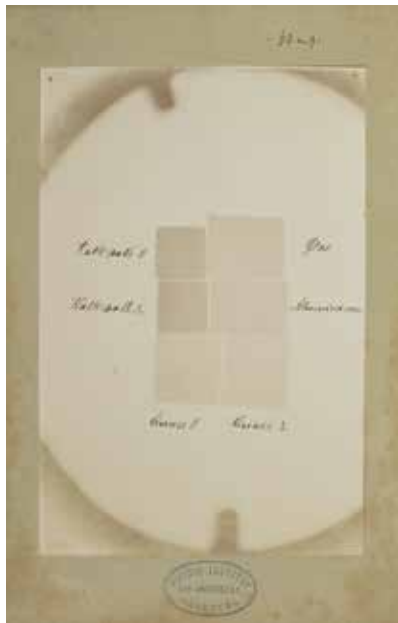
Röntgenfoto van zinkplaatjes die aan elkaar zijn gesoldeerd en daarna zijn uitgewalst om overal een gelijke dikte te krijgen. Hierbij zijn slechts flauwe contrasten zichtbaar die het gevolg zijn van het verschil in atoomnummer tussen zink en tin. Dit is het bewijs dat de röntgenopname inhomogeniteiten aantoonde.
